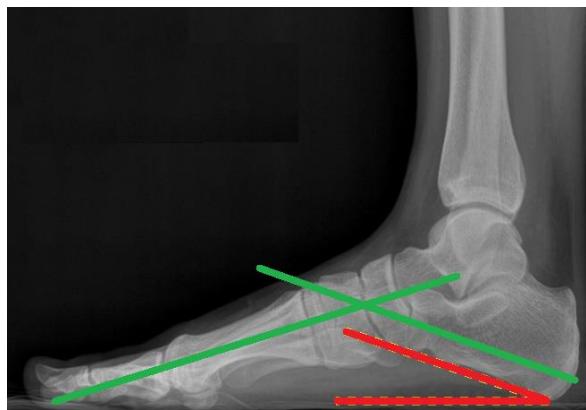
Radiografie de profil (rosu – orizontalizarea calcaneului, verde – obiectivarea stergerii arcului intern)
